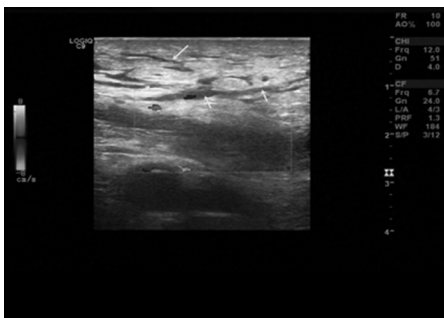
超声示脂肪组织回声增强, 脂肪组织内可见纵横交错的条状无回声(箭头示)
